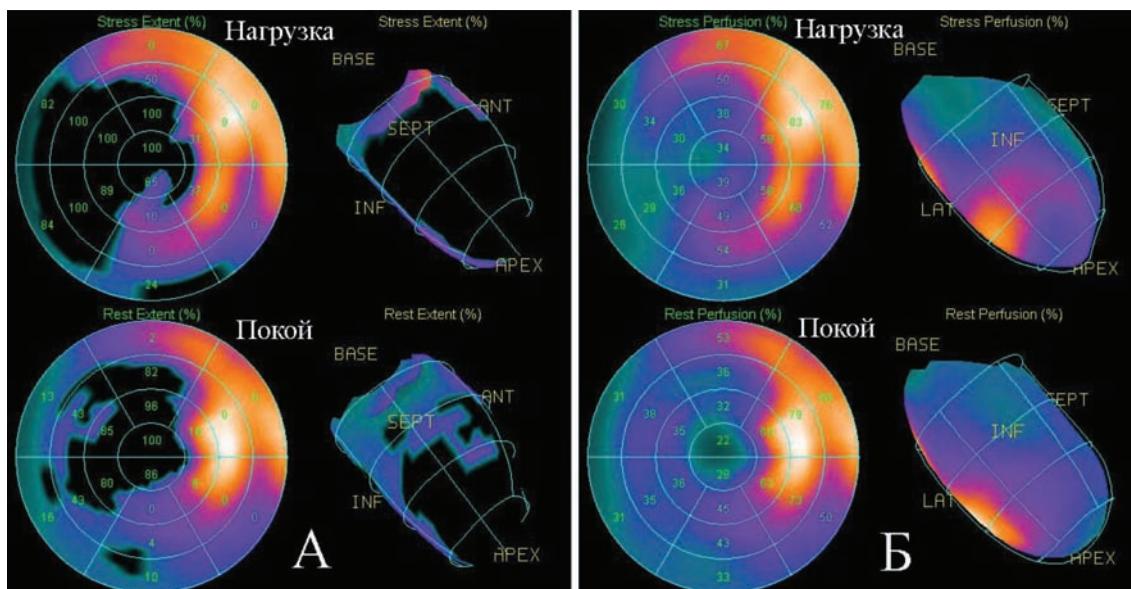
Влияние терапии милдронатом на перфузию миокарда левого желудочка (слева - до терапии, справа - на фоне приема милдроната). На представленных изображениях в системе полярных координат, полученных при нагрузке и в покое, видно уменьшение дефекта перфузии нижне-боковой локализации.
